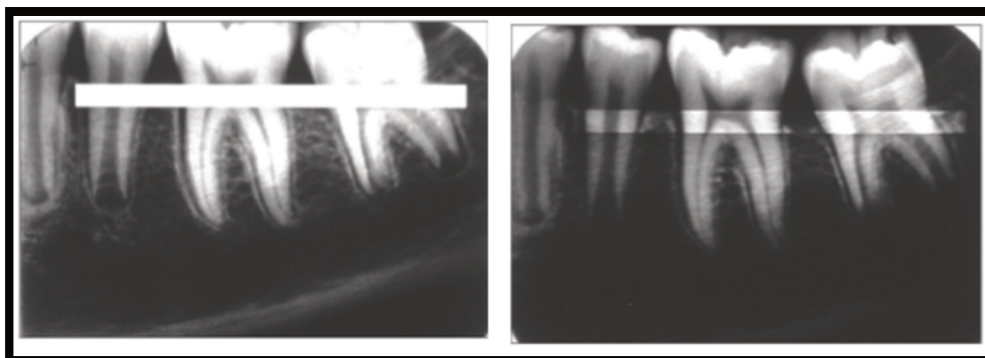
Na figura da esquerda, imagem digitalizada da radiografia *ante-mortem* com uma secção horizontal das raízes. A secção horizontal das raízes é sobreposta na radiografia *post-mortem*, à direita, com comandos de corte e colagem. O corte horizontal consistiu de uma secção visível através das raízes e mostra um elevado grau de correspondência (adaptado de Avon, 2004).
